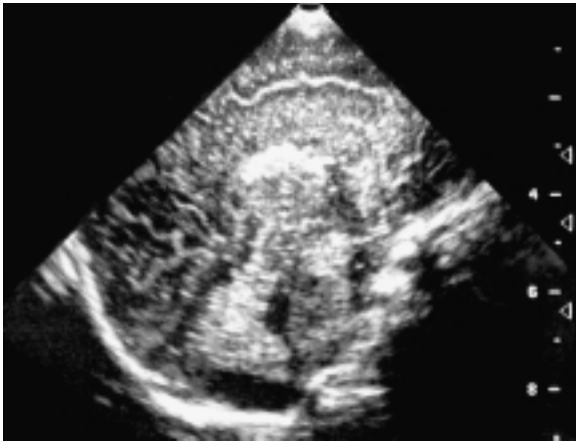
Ecografia cerebrale: megacisterna magna.
